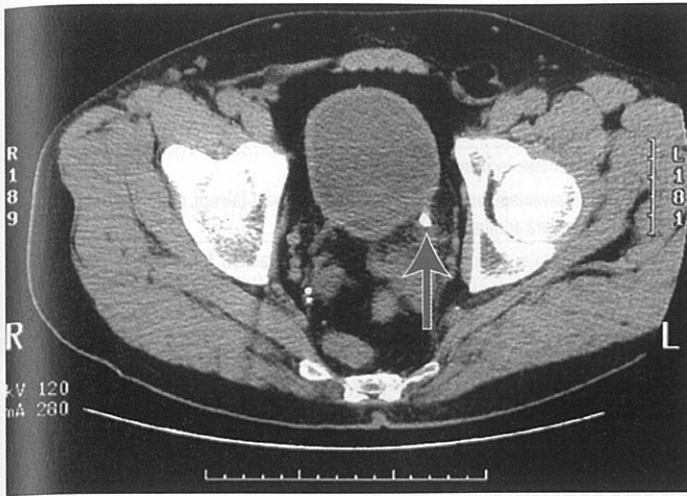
Imaginea CT evidențiază un calcul de 5-mm (săgeata) la nivelul joncțiunii ureterovezicale stângi. Se observă alte calcifieri localizate în pelvis, nelegate de aparatul de drenaj urinar.
